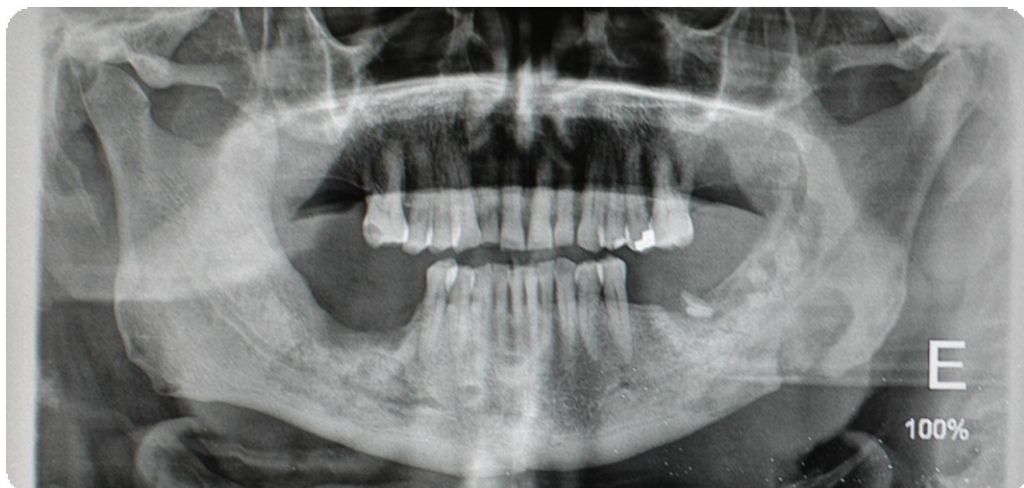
Ortopantomografia com lesão de osteonecrose da mandíbula (Imagem cedida da casuística clínica Prof. Francisco Salvado)
